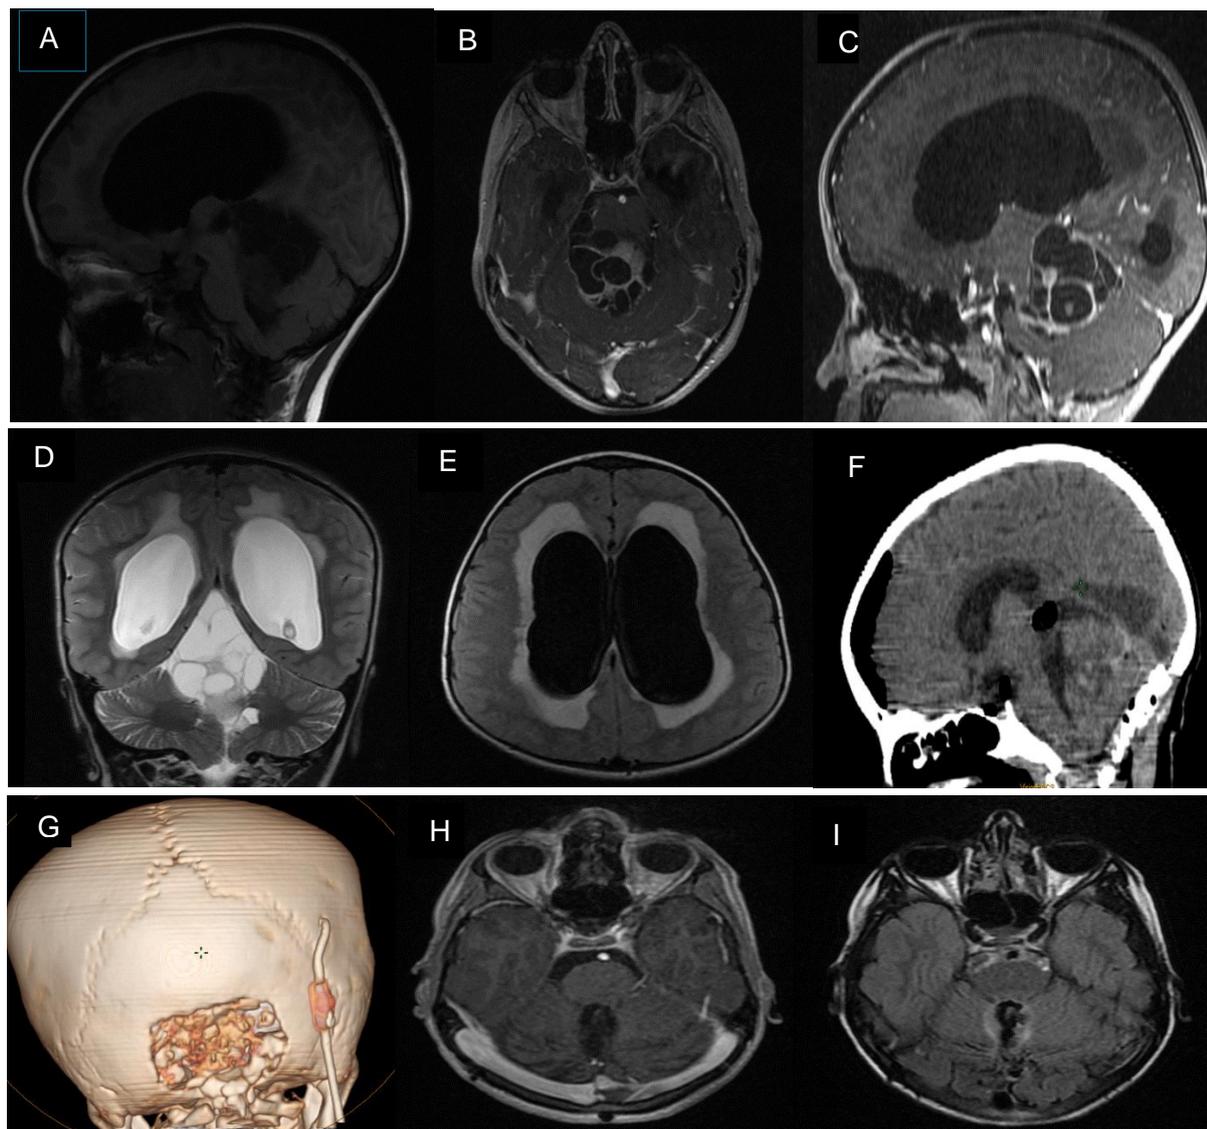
astrocytome pilocytique de ligne médiane ; median solidokystique isointense T1 avec prise de contraste du bourgeon charnu (a,b,c) qui reste isointense T2 avec hydrocéphalie d'amont et résorption trans hypendymaire en FLAIR (d,f). scanner post op avec reconstruction 3D (f,g). IRM après trois ans n'objectivant pas de récurrence.
